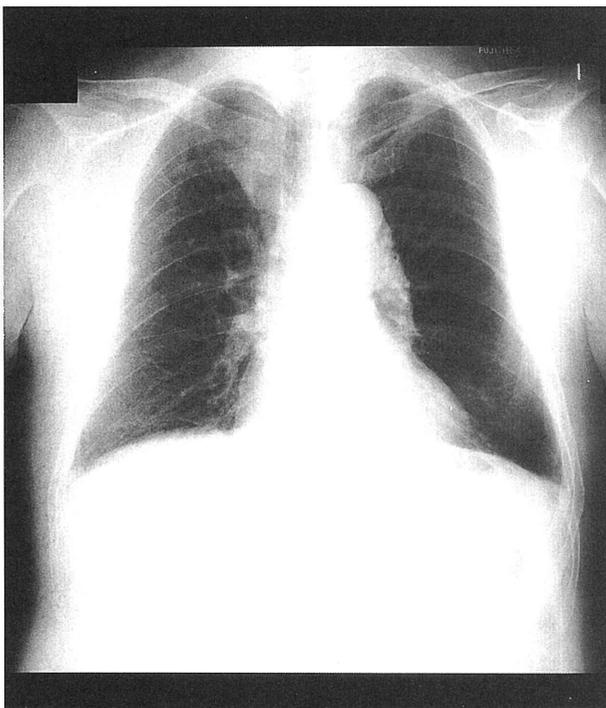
Chest X-ray of Case 1 shows a right upper mediastinal mass. The lower lateral border was prominent, but the upper border was obscure. The descending aorta was buckled. Tracheal shift was not observed.
